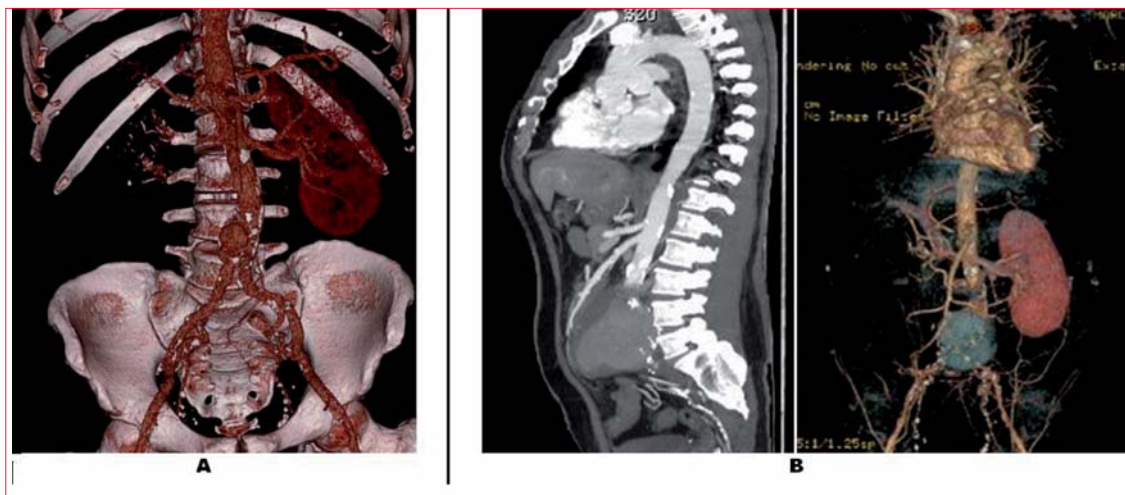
Angio-TC toracoabdominal. A) Aneurisma de cono aórtico, febrero de 2016. B) Aneurisma infrarrenal hasta el cono aórtico, marzo de 2016.
